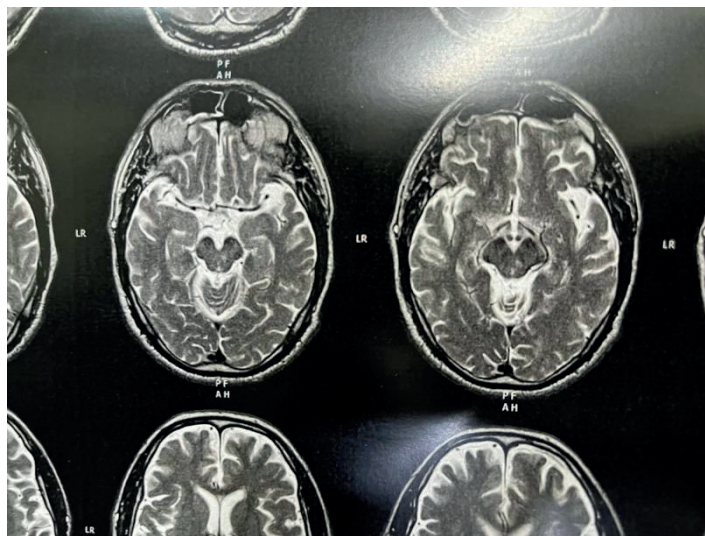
Ressonância magnética evidenciando injúria de mesencéfalo
